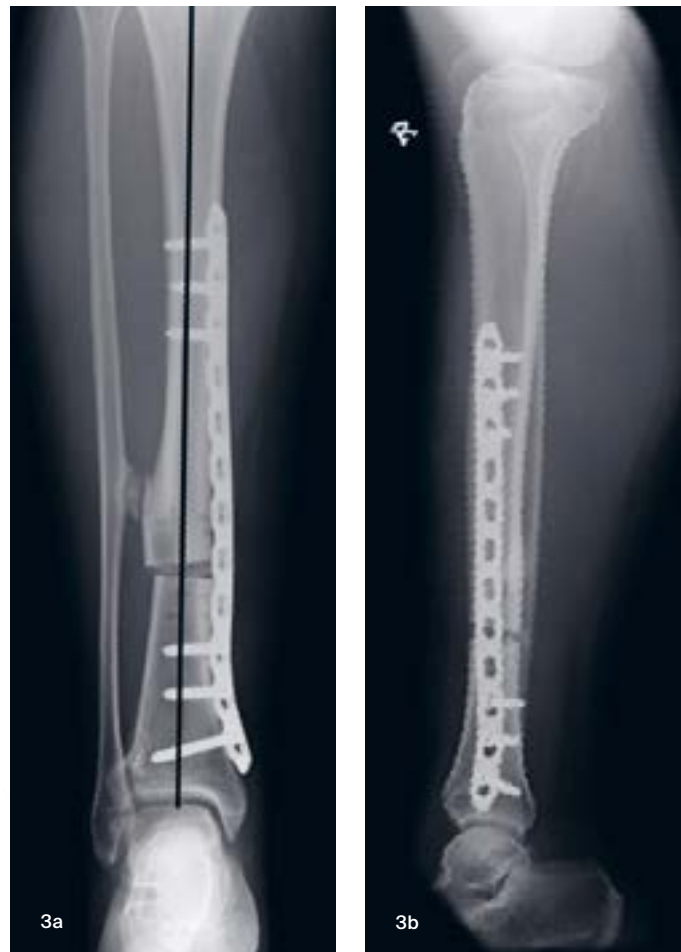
Postoperatives Ergebnis: (a) Röntgen ap, (b) Röntgen seitlich, (c) klinisches Ergebnis
